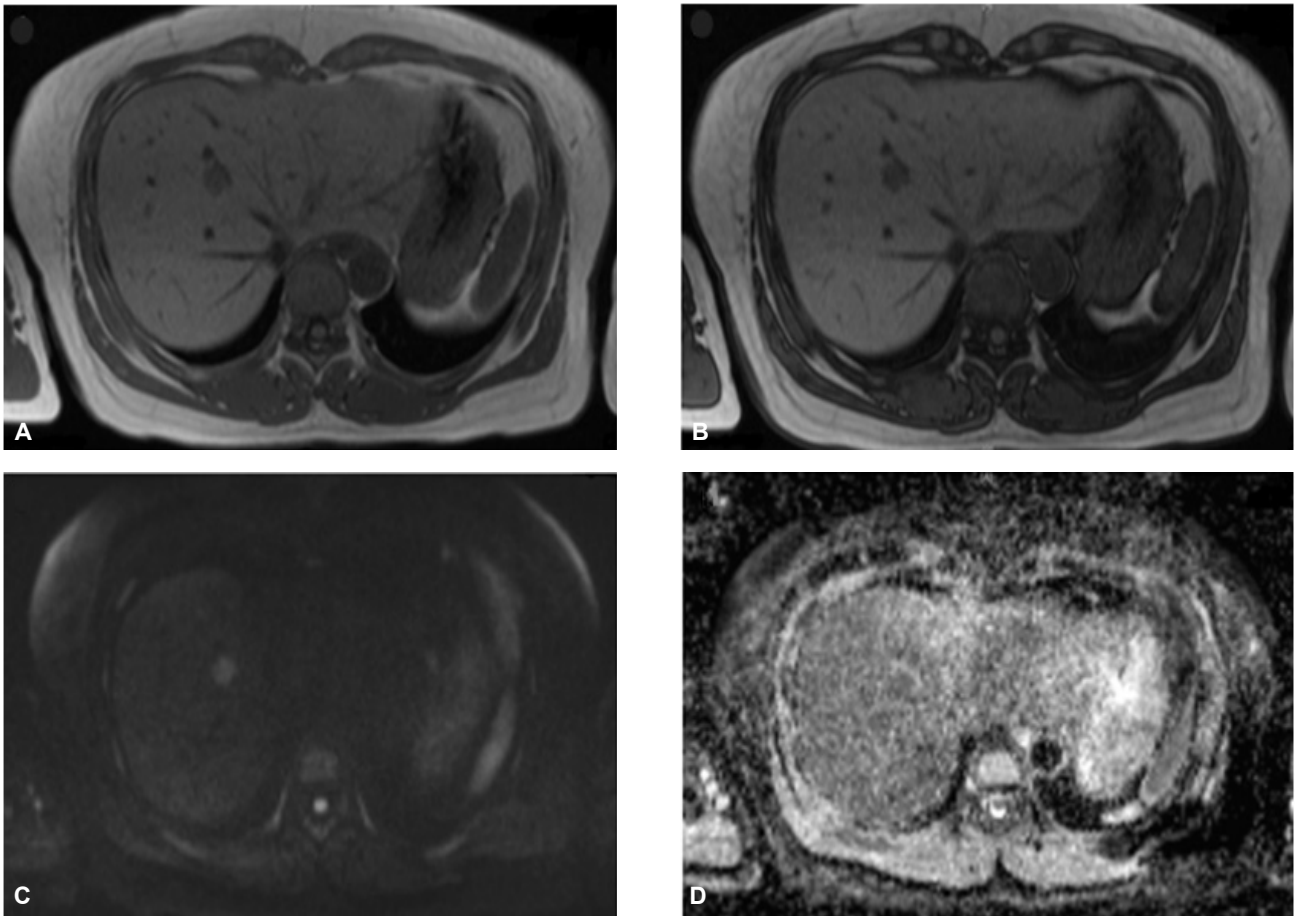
As compared with precontrast in-phase (A) T1-weighted MR images, the mass shows no drop of signal intensity on precontrast opposed phase (B) T1-weighted MR images, suggesting lack of fat component within the mass. On diffusion weighted MR image (C), the mass shows constant high signal intensity at high b value of 800, suggesting the possibility of malignancy. On MR image of ADC map (D), this mass shows decreased signal intensity, suggesting the high cellularity and intact cell membrane favoring malignant mass.
